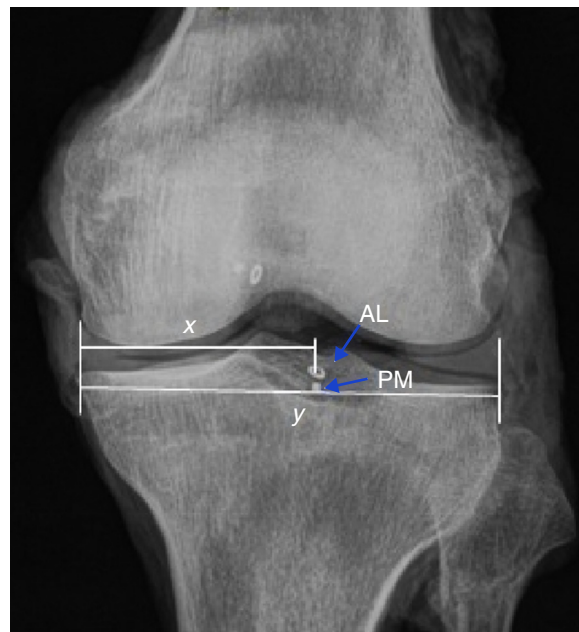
Radiografia em AP que mostra a inserção das bandas anterolateral (AL) e posteromedial (PM); x = distância do ponto de inserção da banda até a borda medial da tibia; y = maior distância mediolateral da face articular tibial superior.
